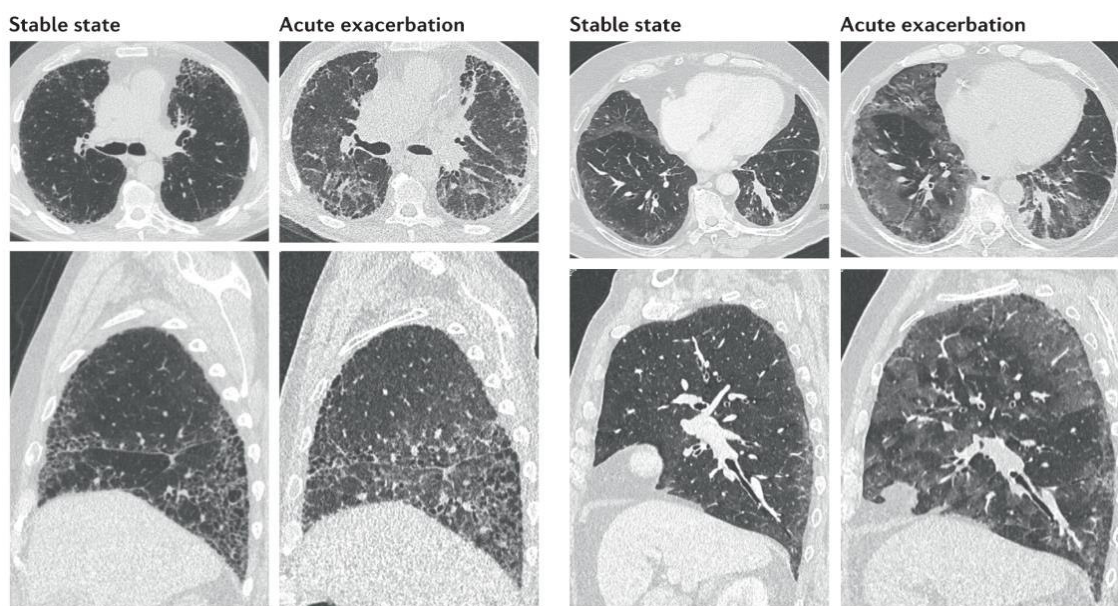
Tomografias computadorizada de alta resolução do tórax de dois pacientes com DPI com diferença de 14 meses entre a da primeira e segunda coluna e 3 meses entre a terceira e quarta coluna, demonstrando as diferenças de imagem em relação a doença estável com o quadro exacerbado.
